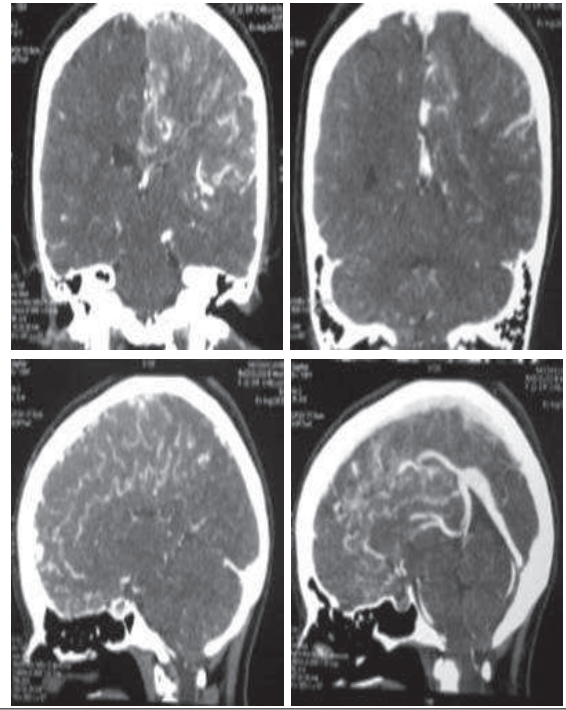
TDM cérébrale injectée révélant une turgescence vasculaire avec une dilatation veineuse
